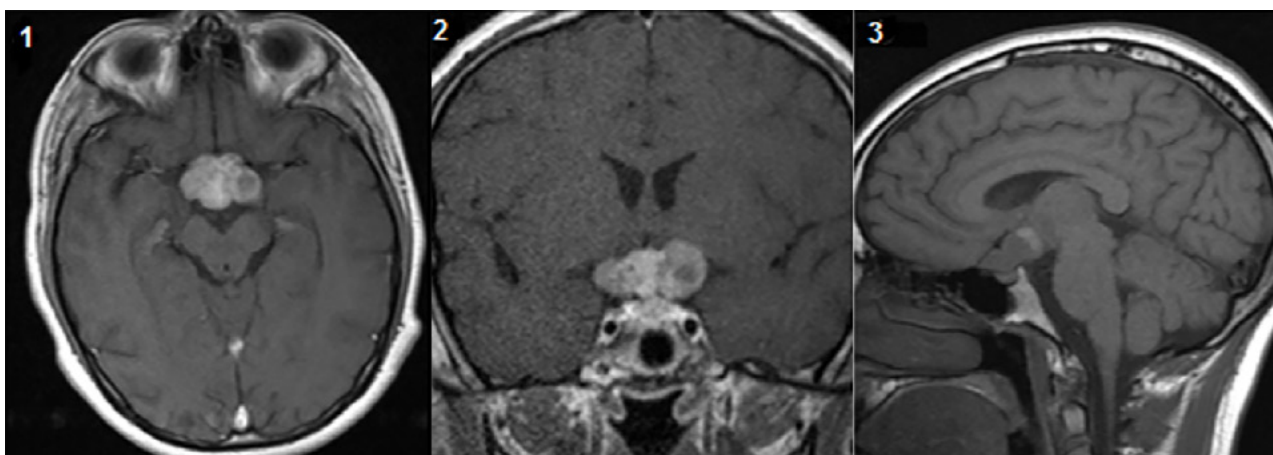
Resonancia Prequirúrgica.
